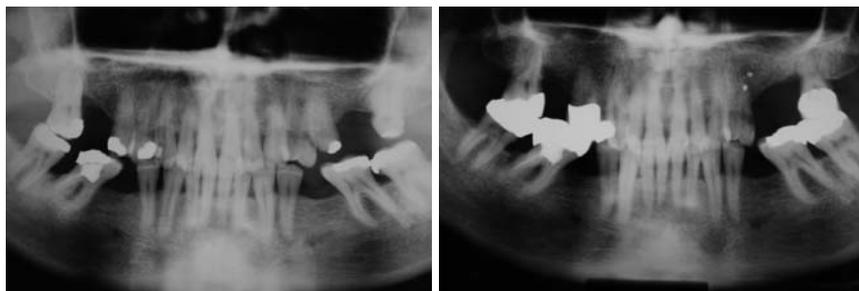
bis 24 – Fall 2: „Erfolg durch (laserunterstützten) Recall.“ – Abb. 15: Aus dem Jahr 1994 (vor Behandlungsbeginn) ist eine Panoramaschichtaufnahme verfügbar gewesen. – Abb. 16: Ausgangsröntgenbild im Jahre 1995.
